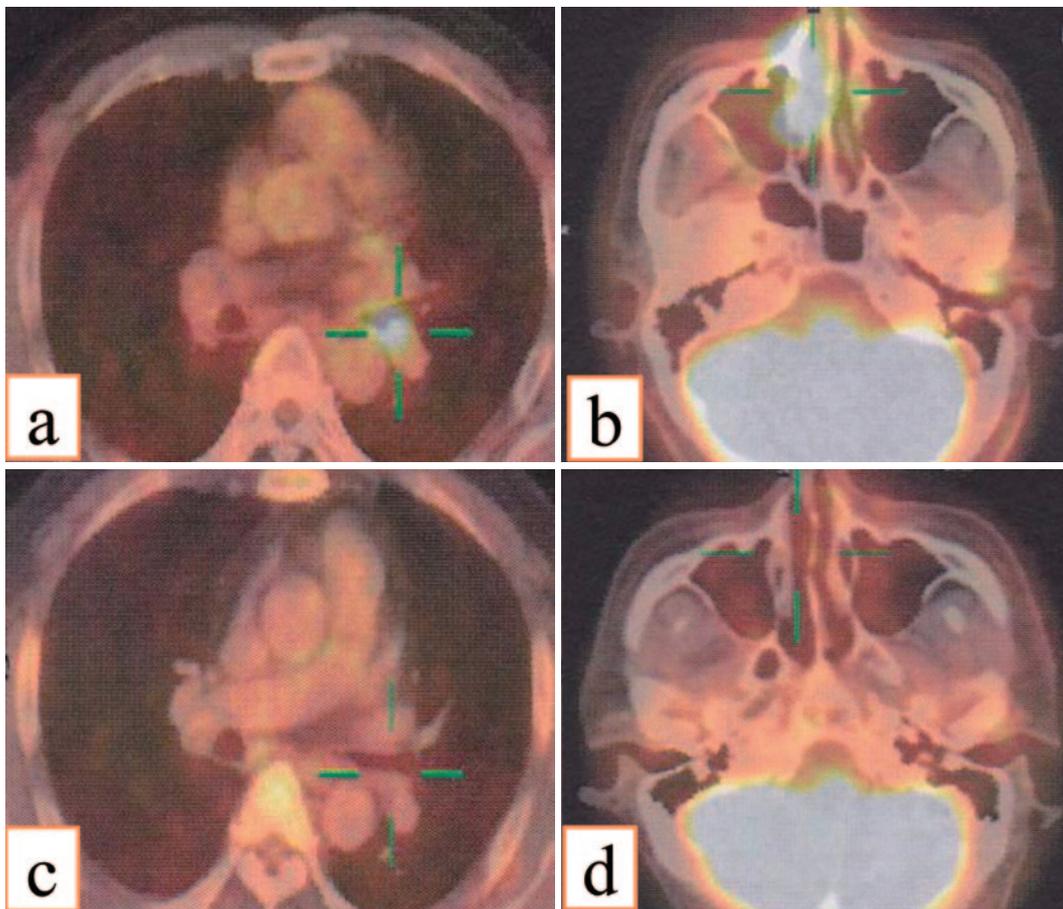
(a, b) FDG-PET scan showing increased uptake by the left bronchial lesion and right nasal cavity lesion. (c, d) FDG-PET scan three months after chemotherapy showing the disappearance of both lesions.
